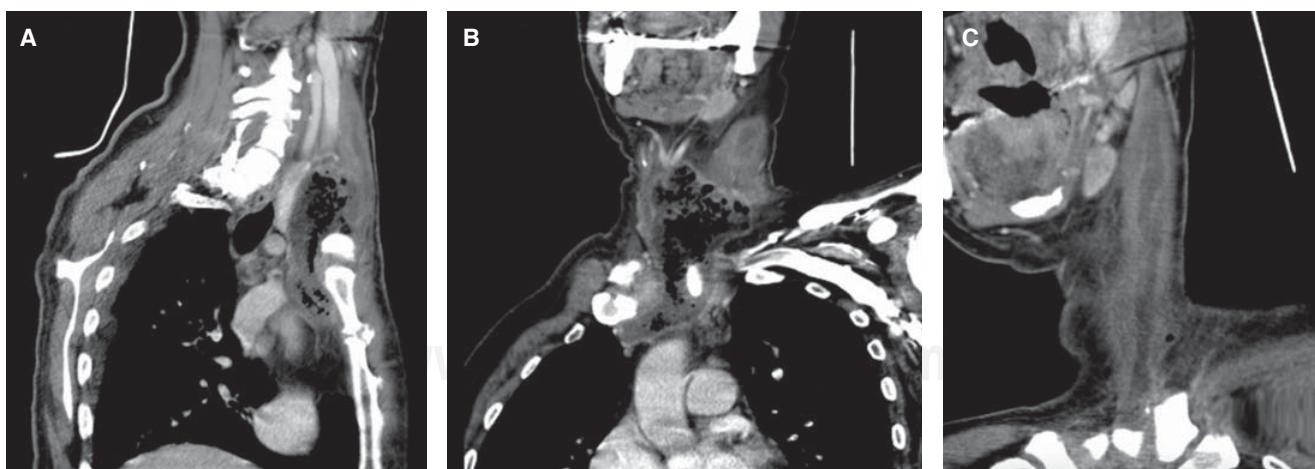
Imagen de tomografía axial computarizada que demuestra colección heterogénea con líquido y gas en el lóbulo tiroides izquierdo, con desplazamientos anterior del istmo y lateral de la tráquea, asociado a aumento de volumen y densidad en los tejidos blandos del opérculo torácico.
